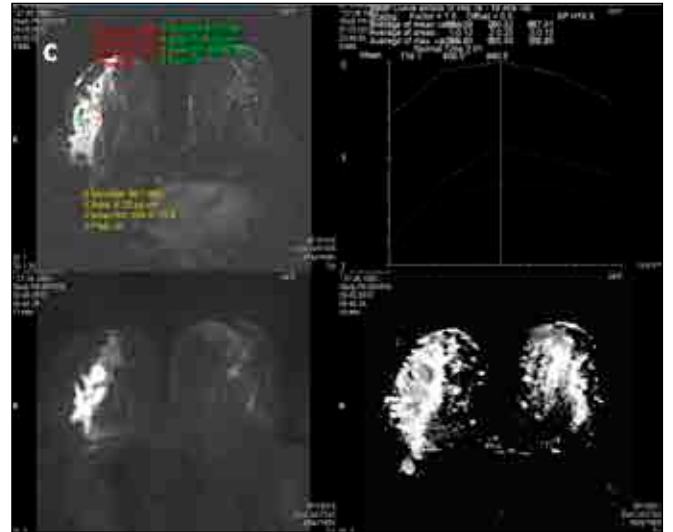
29 yaşında kadın hasta. (a) USG incelemesinde fibroglandüler dokular arasında izo-hipoekoik iç yoğunluğu yüksek koleksiyonlar (apse). (b) MRG'de T2 ağırlıklı kesitlerde periferalkontrastlanan birbiri ile bağlantılı, lobülekonturlu lezyonlar. Dinamik kesitlerden alınan subtraksiyon görüntülerde kitlesel periferalkontrastlanma izleniyor (c) Lezyon difüzyon kısıtlanması göstermektedir. Zaman-sinyal intensite eğrisi Tip 1 paterne uymaktadır.
